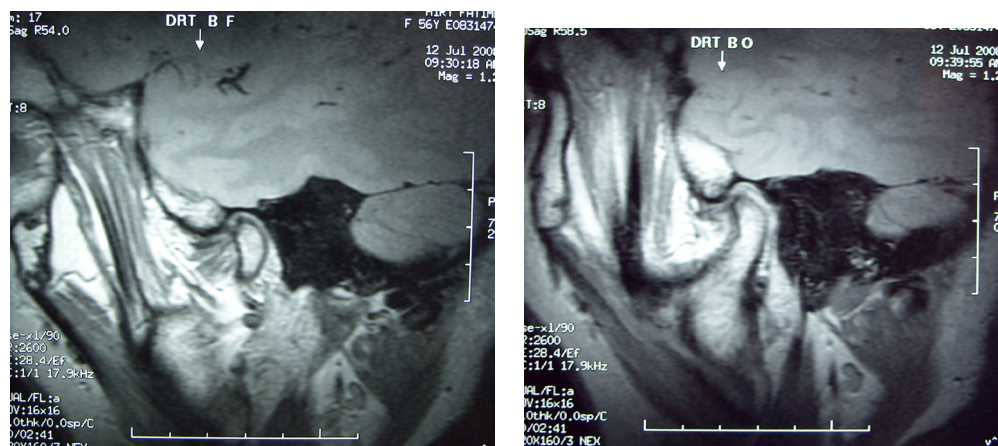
(c, d): IRM de l'ATM droite montrant une luxation discale antérieure irréductible (c-bouche fermée, d- bouche ouverte)
